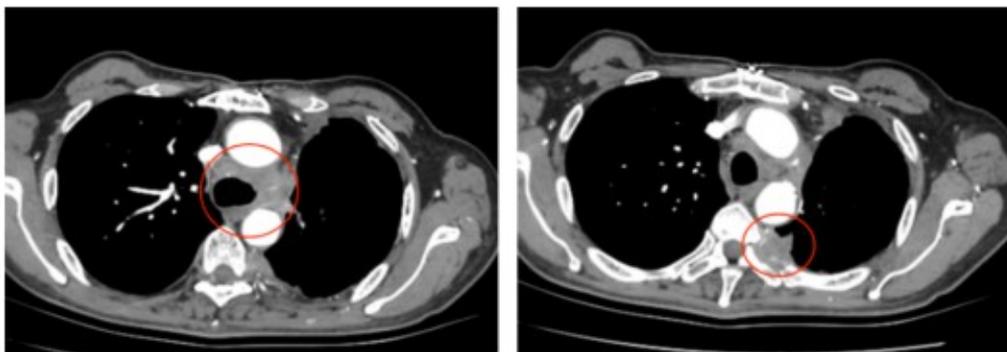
胸部增强CT提示纵隔淋巴结转移、肋骨及胸膜肿瘤侵犯
